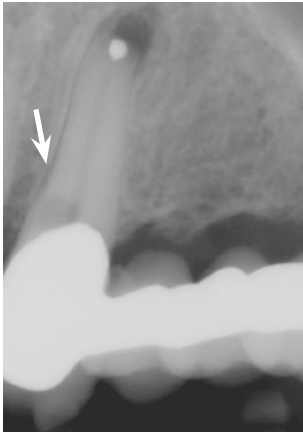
Zahn 23. Die Wurzelspitzenresektion erfolgte mit der Begründung „Nicht auffindbarer Wurzelkanal“. Der röntgenologisch gut erkennbare Wurzelkanal wurde wegen Nichtberücksichtigung der ursprünglichen Zahnachse nicht gefunden; während der Trepanation ist eine Perforation entstanden (Pfeil)
